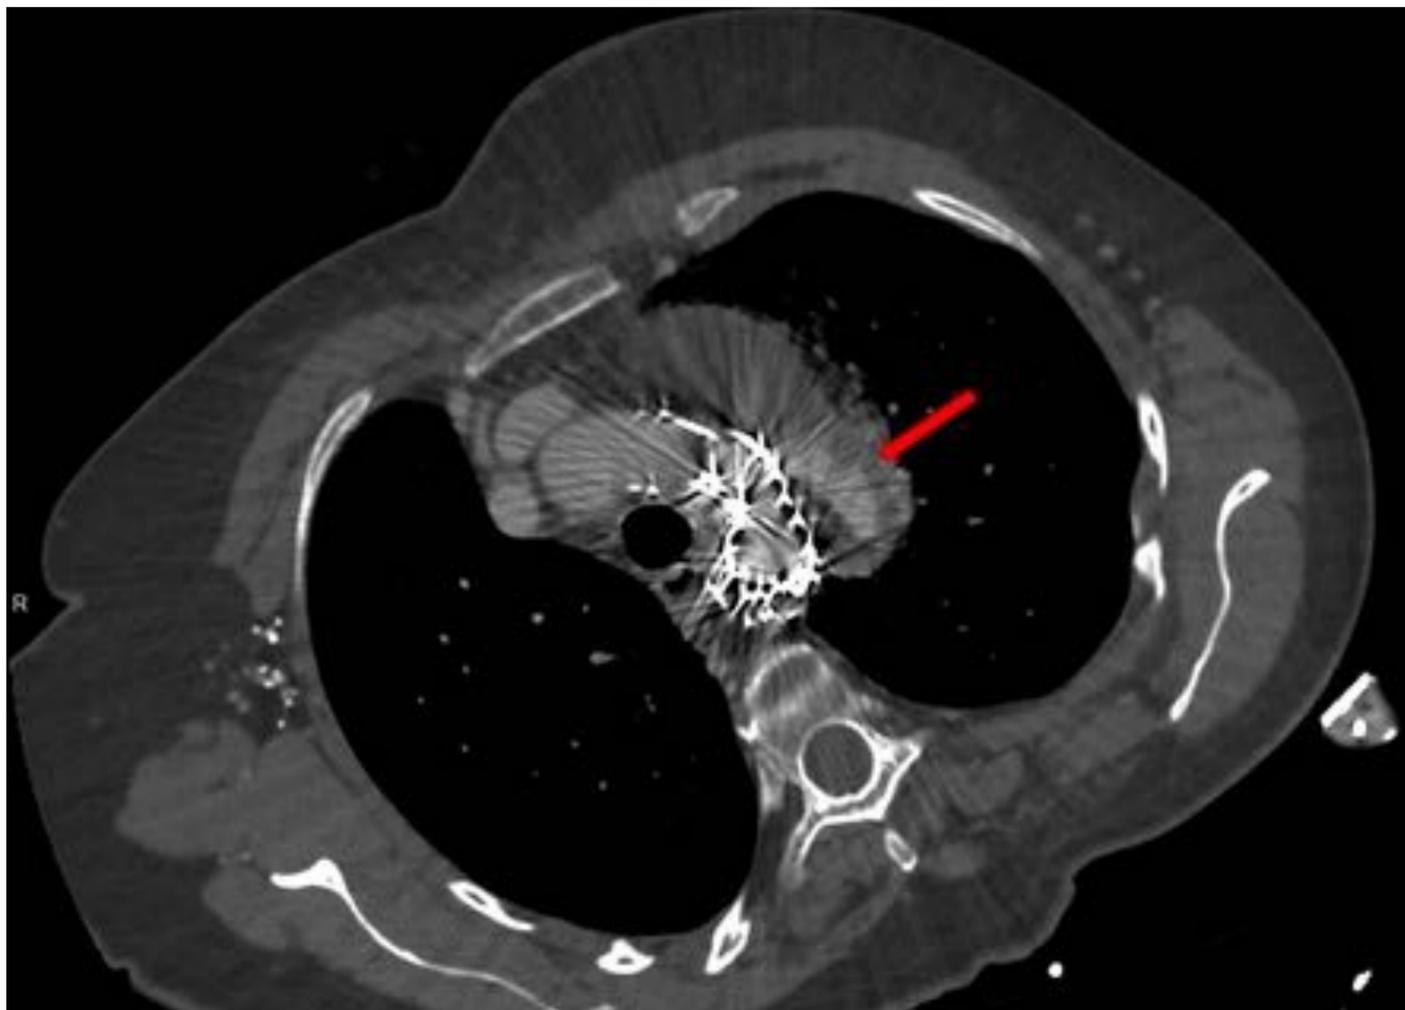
Mujer de 67 años operada de coartación aórtica durante la infancia, con una re-coartación en los controles TC, que se somete a la colocación de una endoprótesis aórtica para su tratamiento. Dos días después de la colocación de la prótesis, comienza con hipotensión. Se realiza angioTC urgente, que muestra una hemorragia aguda (extravasación de contraste, flecha roja), debido a una perforación aórtica, con hematoma mediastínico.
